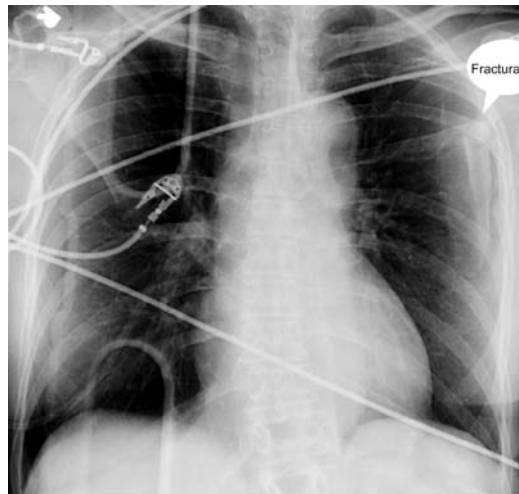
Radiografía de tórax que ilustra múltiples fracturas en la reja costal izquierda. Coexiste además ocupación pleural
